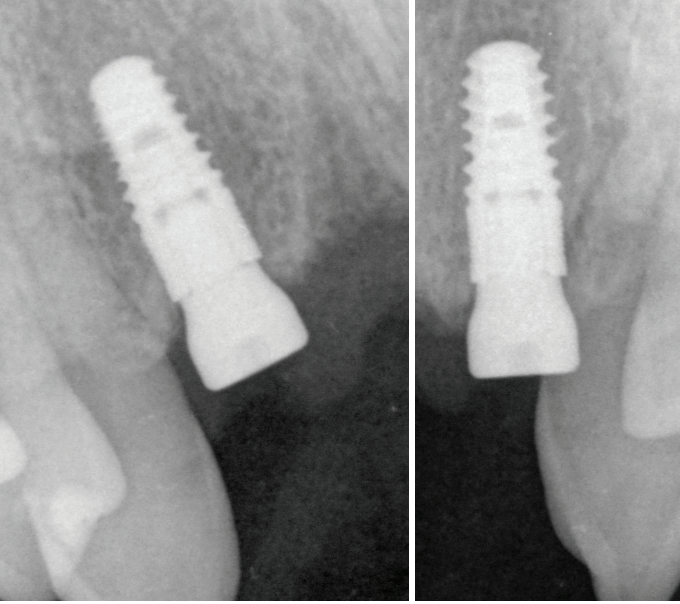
Röntgenkontrolle nach Sofortimplantation mit eingesetzten Gingivaformern (narrowSky D 3,5/L 10, bredent medical).
